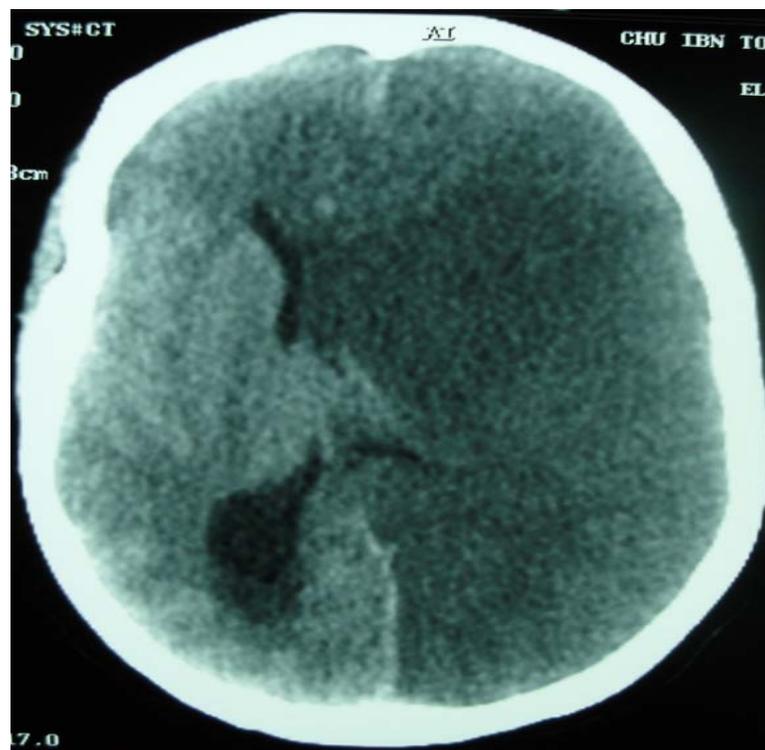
TDM cérébrale montrant un AVCi sylvien gauche étendu avec engagement sous falcoriel
